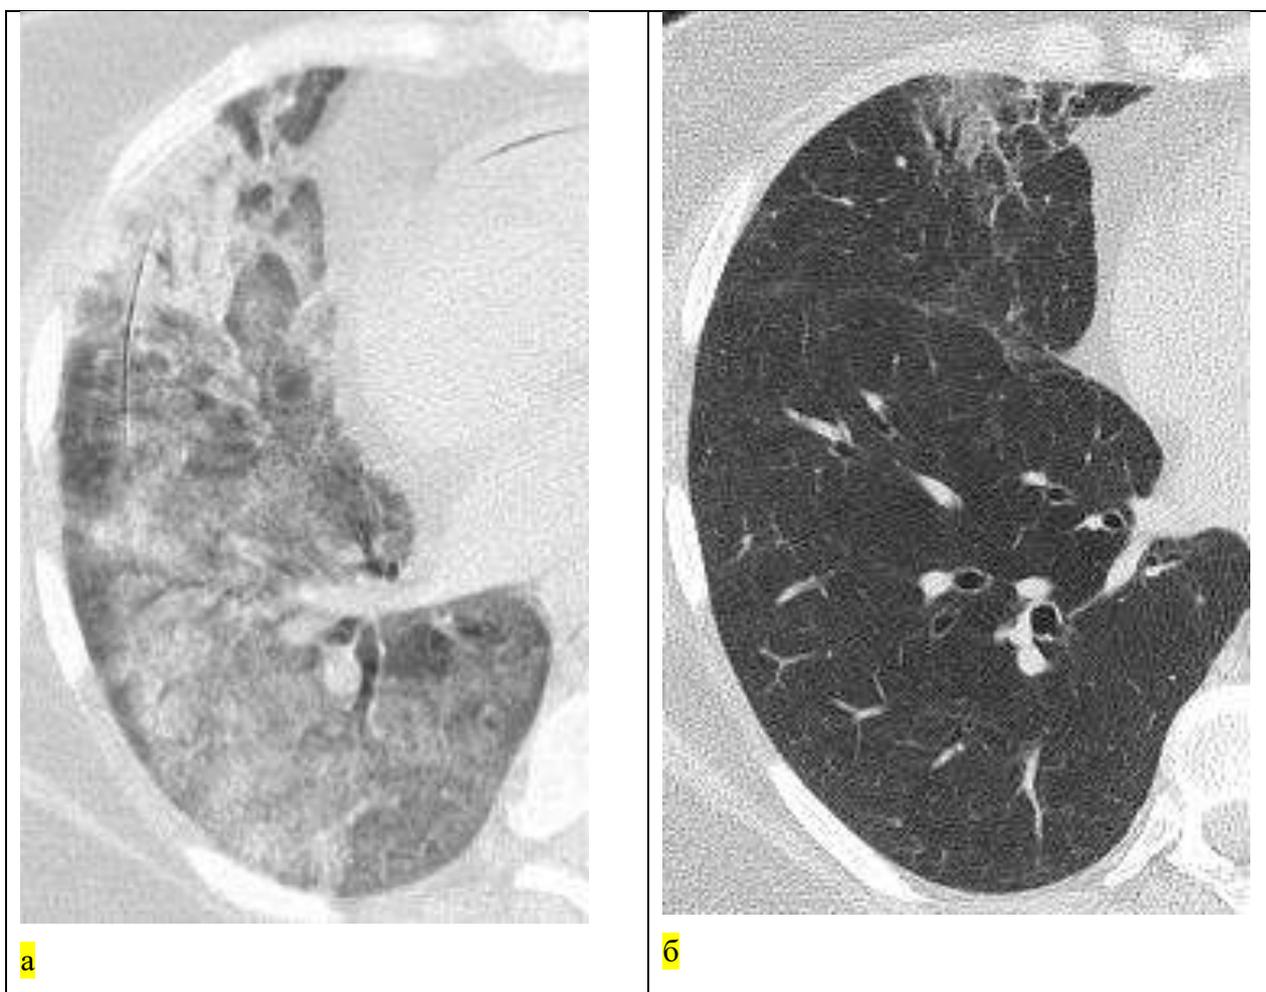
Больная О., 55 л. U07.1 COVID-19 от 07.2020 г. КТ от 30.07.2020 г. – 20 день болезни (а), КТ-4 степень распространенности процесса - консолидация в S5 справа. КТ от 03.2021 г. через 8 месяцев от начала заболевания (б) – формирование КТ-картины НсИП в этой области («матовое стекло», ретикуляция, тракционные бронхиолоэктазы – проявления внутридолькового фиброза).
